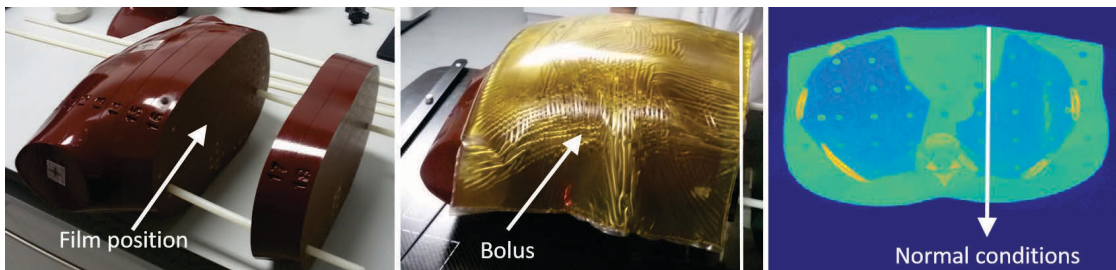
À esquerda: representação da fatia onde o filme foi posicionado (entre a fatia 16 e 17). Ao centro: representação do *bolus* adicionado sobre o fantoma. À direita: CT da fatia irradiada e representação da irradiação realizada segundo a condição normal.
